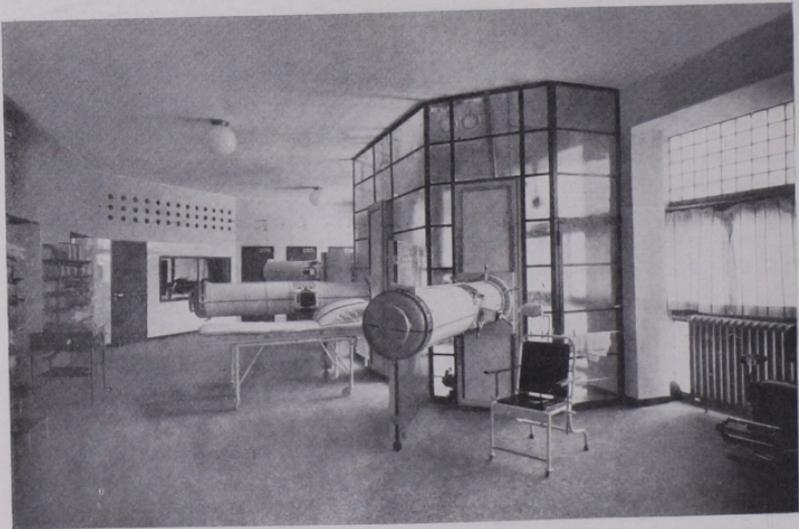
Bestrahlungsraum*, getrennt vom Schalraum und Maschinenraum in der Tiefentherapieabteilung des Röntgeninstitutes Sachsenhausen.
